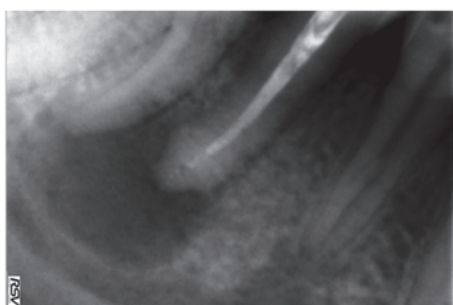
Внутривисовой снимок зуба 4.5. Корневой канал обтурирован не полностью. В периодонте определяются рентгенологические признаки значительного хронического воспаления и патологической резорбции верхушки корня
